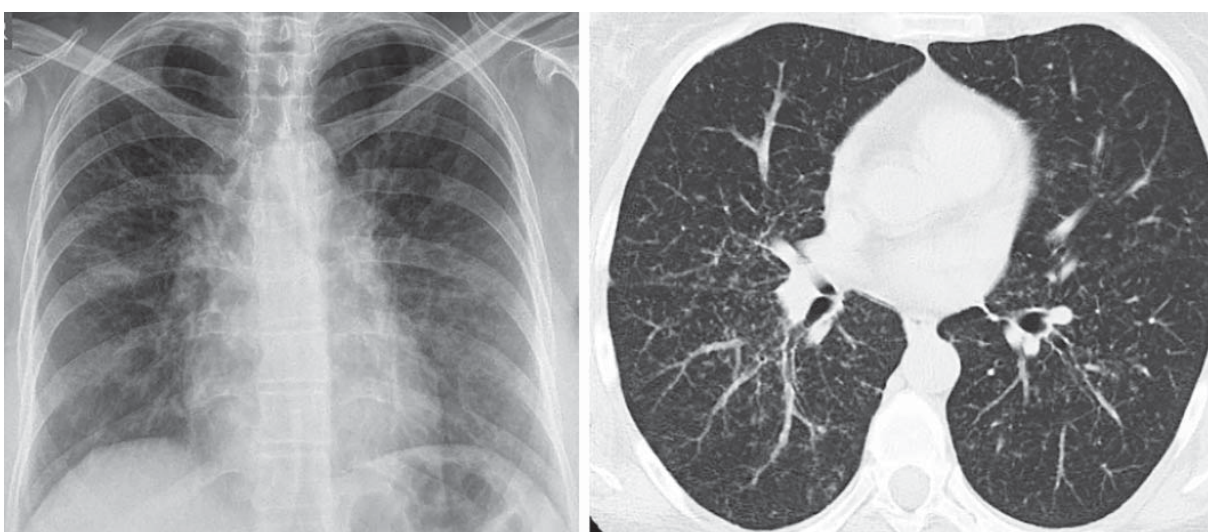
Саркоїдоз III стадії (РГ та КТ) — ураження паренхіми без двосторонньої прикореневої лімфаденопатії
